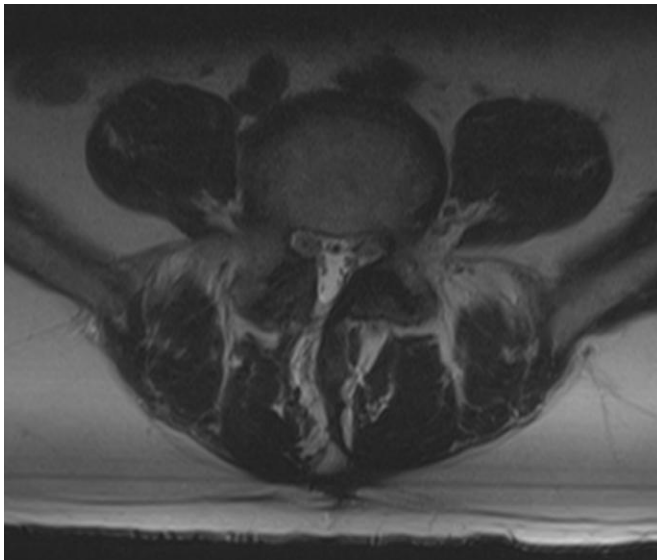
RM en T2 de columna lumbar en corte axial que demuestra hipertrofia facetaria con canal lumbar secundario.
